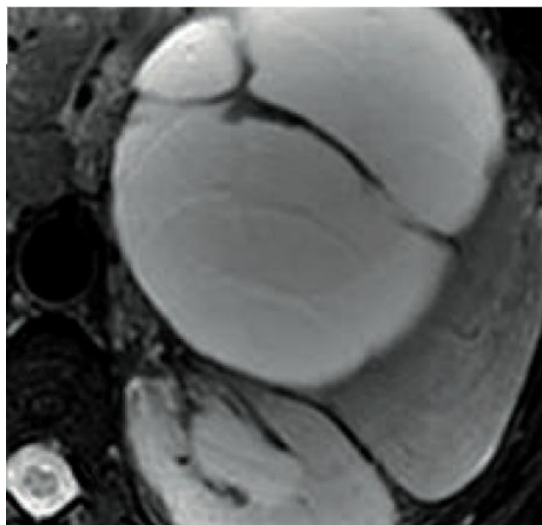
Pseudokyste post-nécrotique multi-cloisonné avec bonne visibilité des cloisons d'épaisseur irrégulière sur l'IRM en séquence T2 pondérée [107].
